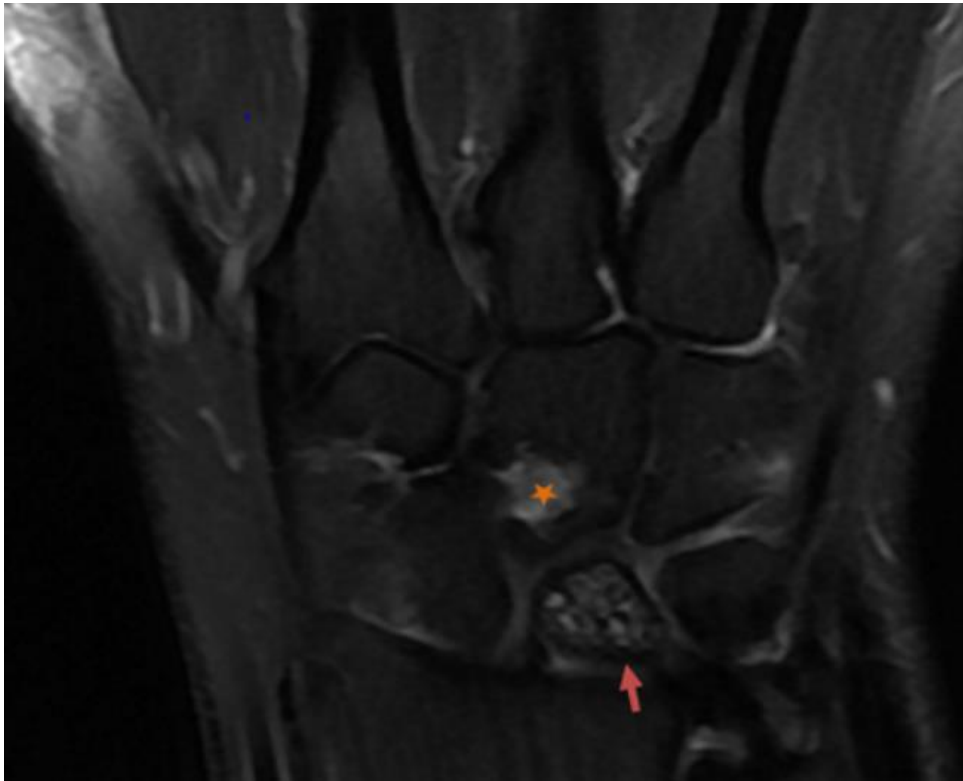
IRM de la main en séquence coronale pondérée DP Fat Sat; le lunatum est affaissé en hyper signal DP hétérogène (flèche) ; lésion géodique du capitatum (étoile).
